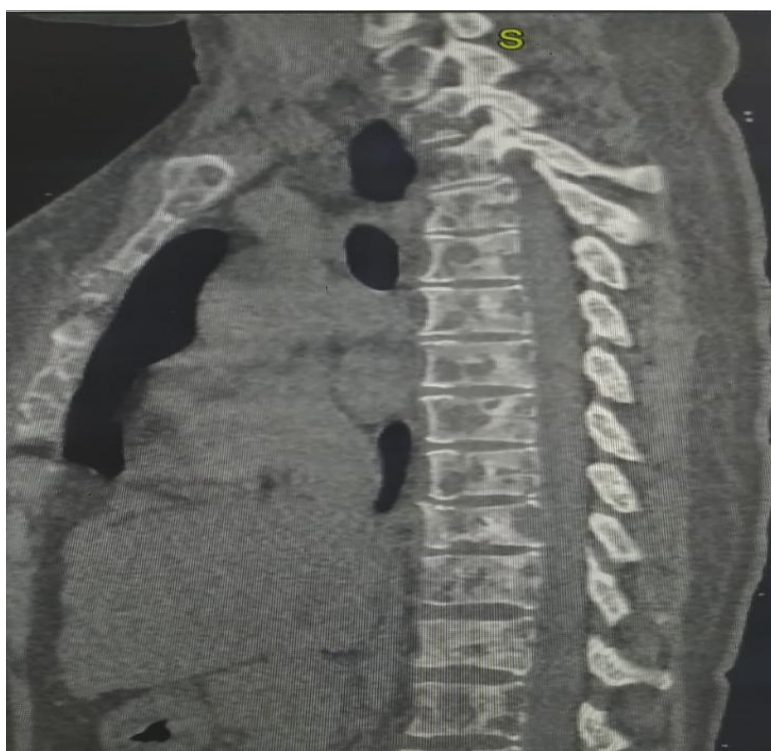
КТ костно-деструктивные изменения
